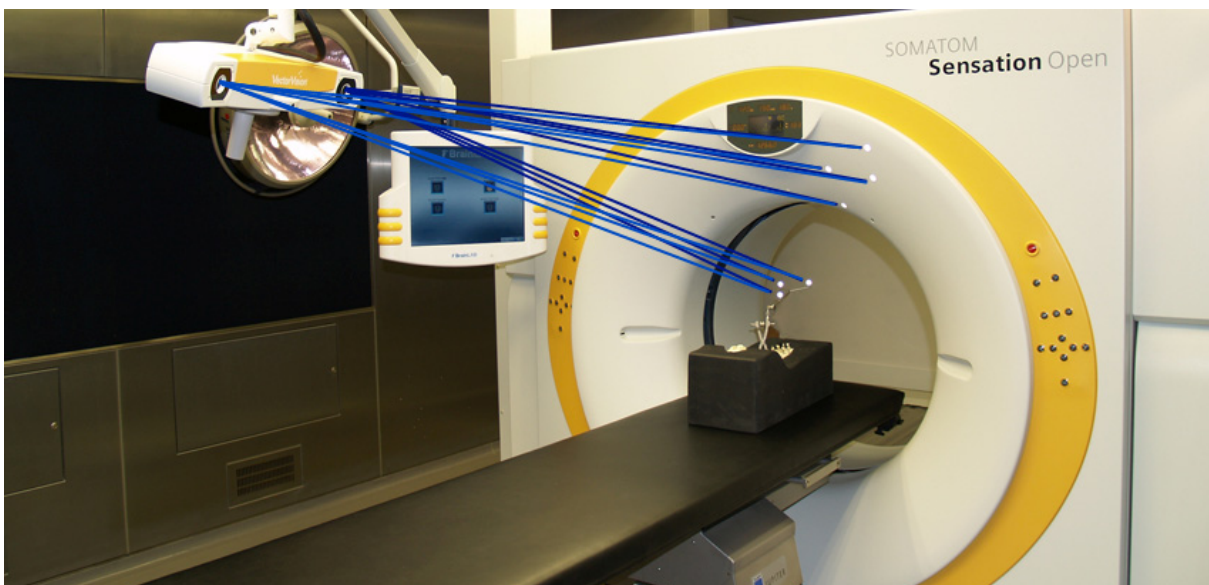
Prinzip der automatischen Registrierung: Tracking der CT-Gantry und des navigierten Objektes
